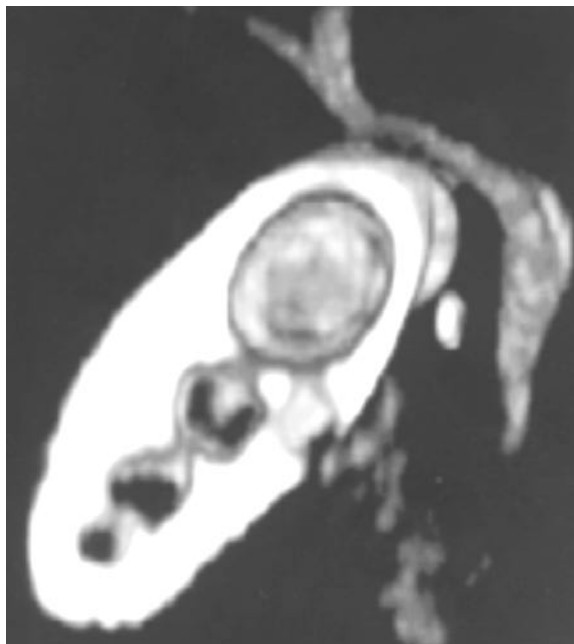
Cholangio-CT. Faint calcify stone in the CBD (MIP).
